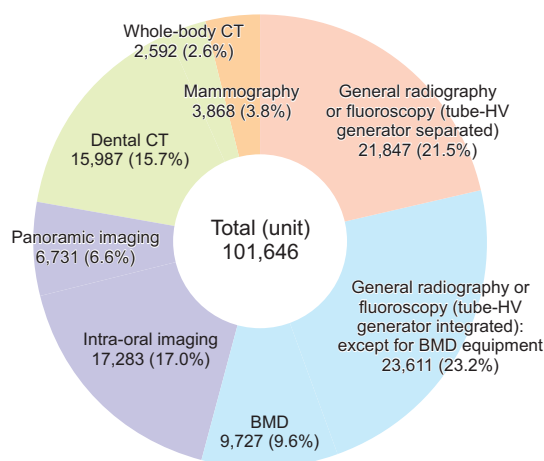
Distribution of diagnostic X-ray equipment in 2022 by type
